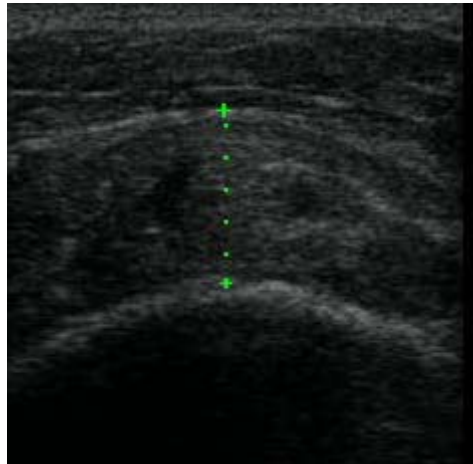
Ultrasonido que muestra el tendón del subescapular engrosado.
